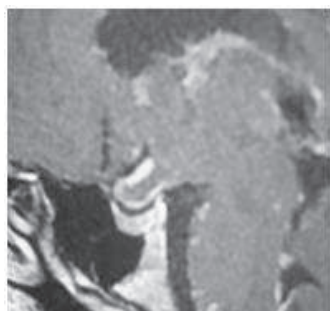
IRM en coupe sagittale en T1 montrant un épaississement du chiasma optique en rapport avec une neurosarcoïdose apparaissant en iso-signal comblant la citerne opto-chiasmatique.
